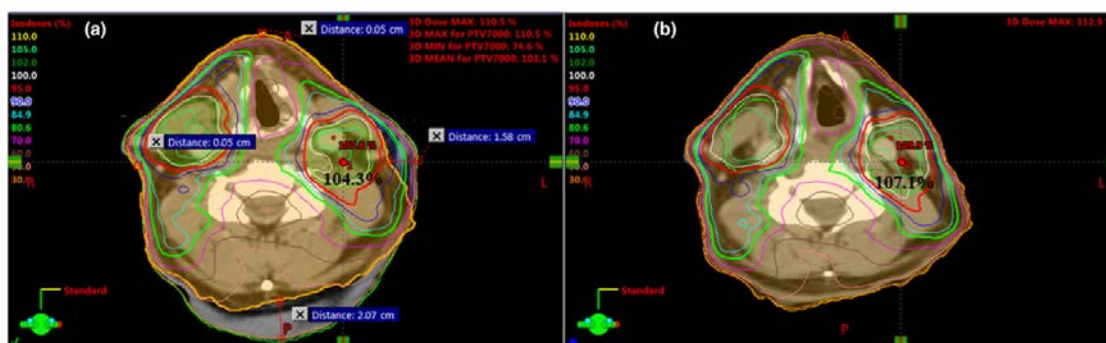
Dose distributions on the planning computed tomography (p-CT) (a) and the synthetic CT (b, planning CT deformed to the cone-beam CT on the 28th fraction). The body contour for the 28th fraction is marked on the planning CT (the orange contour) and there is significant body contour change on the left and posterior region.
